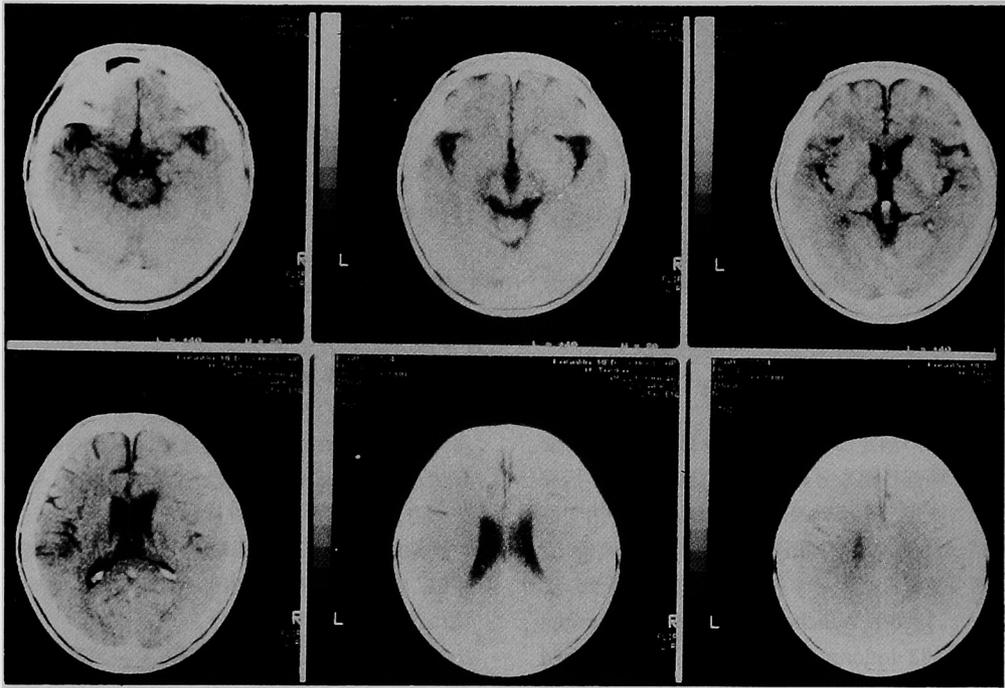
単純CT像, 間脳, 中脳, 橋に軽度の萎縮がみられるが, 他の部位に異常を認めない。
